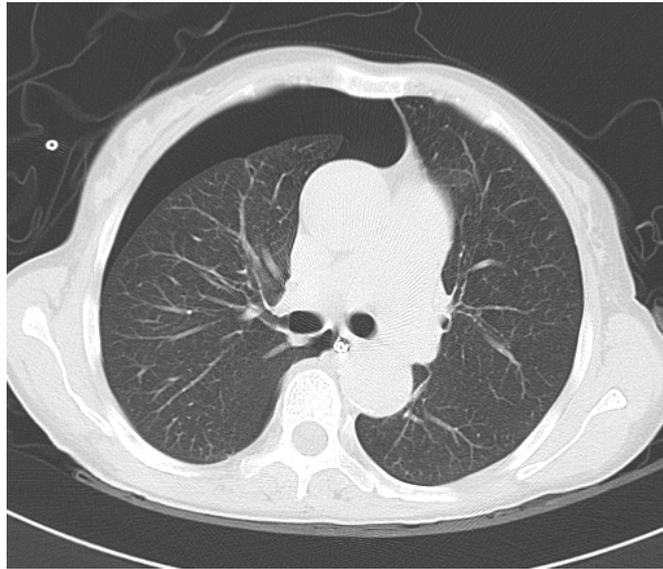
TAC torace: falda anteriore di pneumotorace destro
